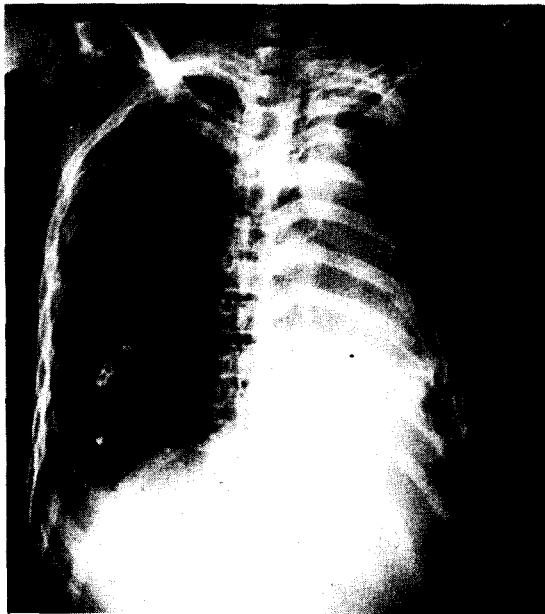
Posteroanterior chest roentgenogram of a 42-year-old man with multiple rib fractures and hemothorax.
